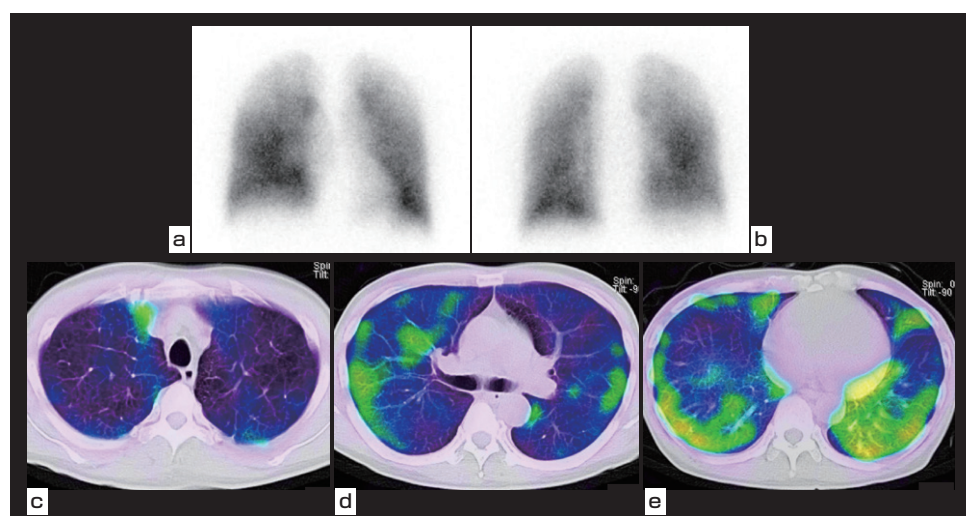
半年後肺血流シンチグラフィ画像 a.平面前面像 b. 平面後面像 c～e. SPECT/CT横断像
